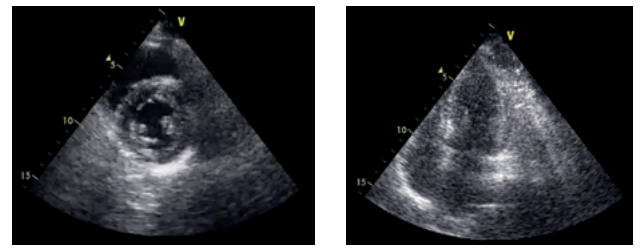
Эхокардиограмма пациентки К. спустя сутки после развития синдрома Такацубо, свидетельствующая о восстановлении сократимости левого желудочка
